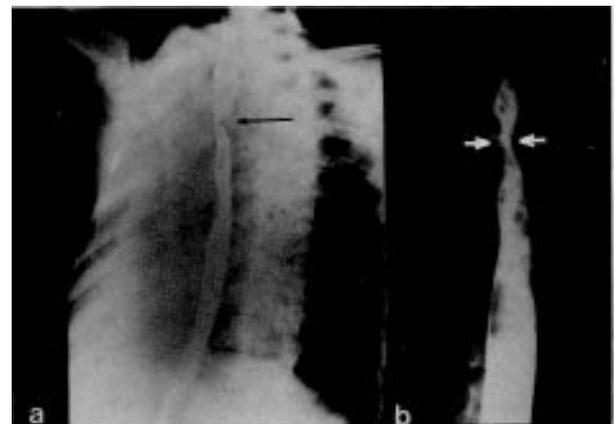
a) radiografia de tórax em projeção oblíqua anterior esquerda mostrando profunda reentrância na parede posterior do esôfago contrastado (setas); b) radiografia contrastada de esôfago em projeção antero-posterior evidenciando reentrância bilateral do esôfago (setas).
